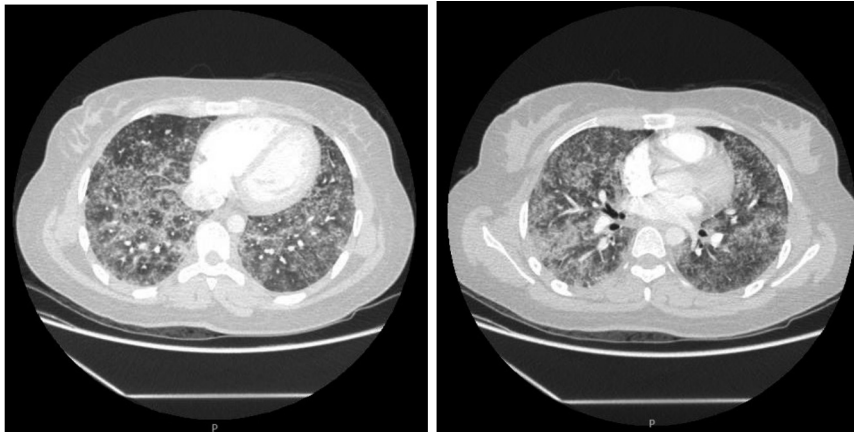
Angiotomografía de tórax posterior a transfusión con opacidades alveolo-intersticiales en vidrio esmerilado difusas y engrosamiento de septos interlobulillares bilaterales. Se aprecian cavidades cardíacas de aspecto normal.
